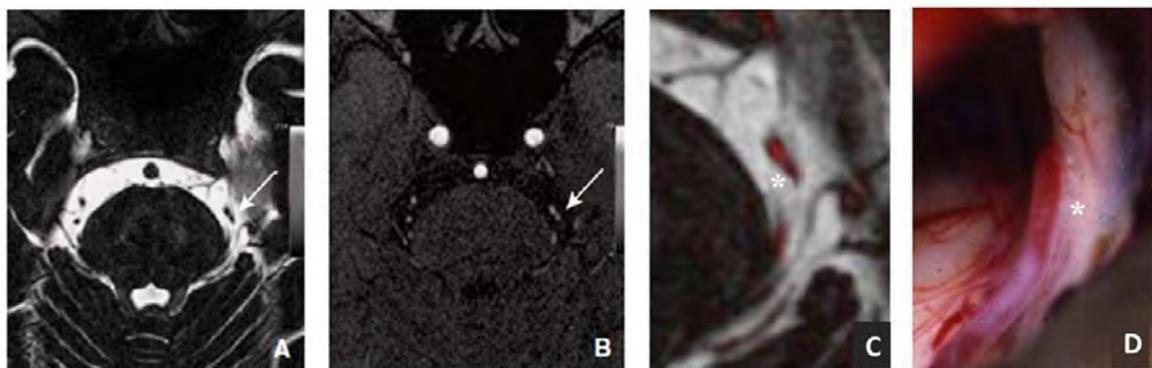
Etude des images produites avec l'IRM-3D-T2 haute résolution (A), l'ARM-TOF-3D (B), la fusion de l'IRM et de l'ARM (C) et comparaison avec les relevés effectués durant la chirurgie (D) montrant une compression du nerf par l'artère cérébelleuse supérieure. Sur les images A et B, la CVN est indiquée par une flèche et sur les images C et D elle est indiquée par un astérisque [72].
